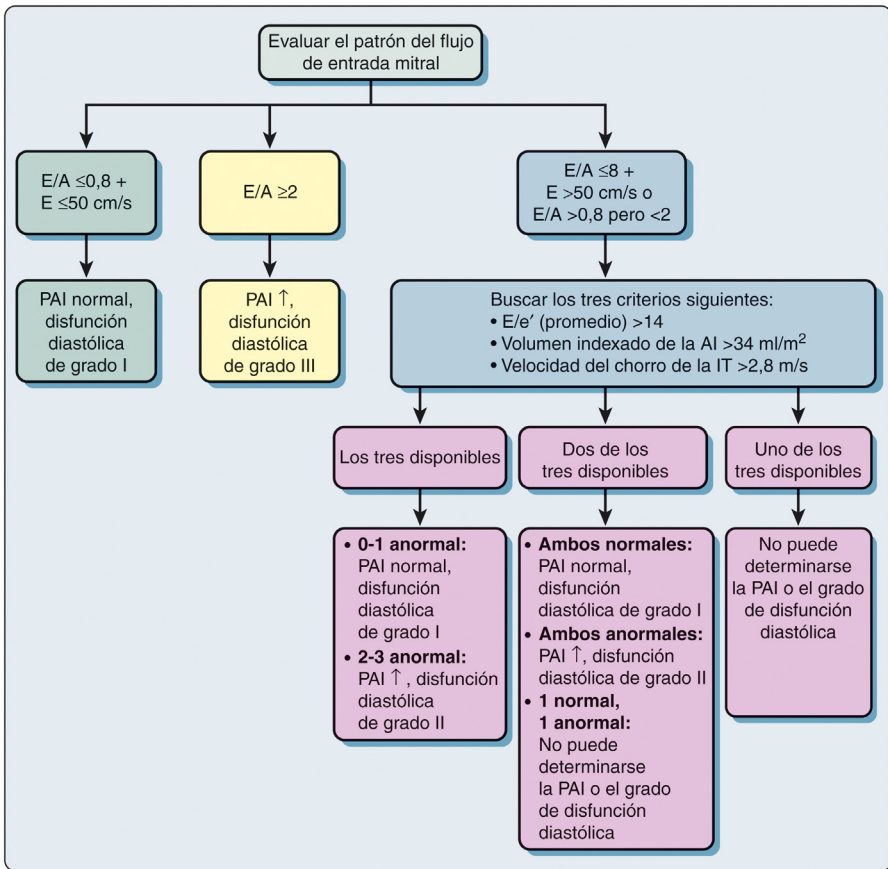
Algoritmo para la estimación ecocardiográfica de la presión de la aurícula izquierda y la graduación de la función diastólica del ventrículo izquierdo en pacientes con miocardiopatías, con o sin disfunción sistólica del ventrículo izquierdo. *A*, velocidad del flujo de entrada mitral telediastólico; *AI*, aurícula izquierda; *E*, velocidad del flujo de entrada mitral protodiastólico; *e'*, velocidad anular mitral protodiastólica; *IT*, insuficiencia tricuspídea; *PAI*, presión de la aurícula izquierda. (Modificado de Nagueh SF, Smiseth OA, Appleton CP, et al. Recommendations for the evaluation of left ventricular diastolic function by echocardiography: an update from the American Society of Echocardiography and the European Association of Cardiovascular Imaging. *J Am Soc Echocardiogr.* 2016;29:277-314.)
